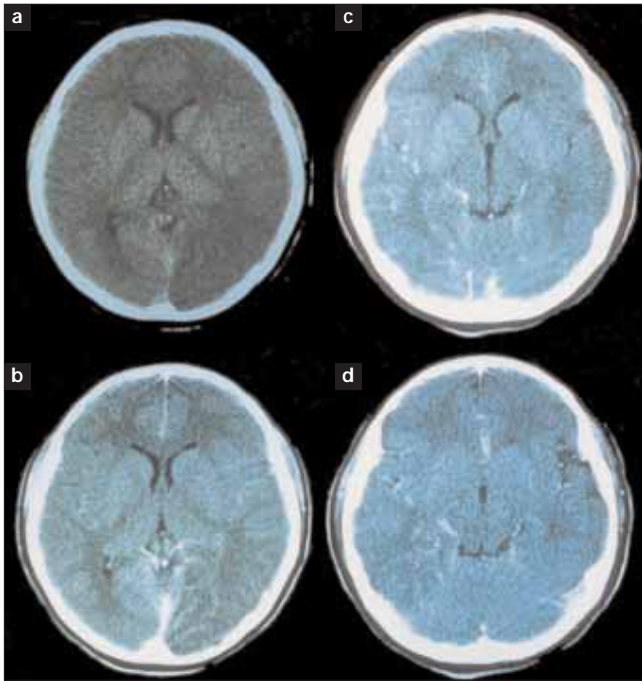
a) Tomografía axial computarizada (TAC) craneal simple, realizada a los 12 años de edad, en la que se observa hipodensidad parietooccipital izquierda sugerente de infarto isquémico, presenta edema y borramiento del cuerno occipital del ventrículo lateral izquierdo; b) TAC craneal contrastada, realizada a la misma edad, que muestra hipodensidad parietooccipital izquierda con reforzamiento del medio de contraste por neovascularización sugerente de infarto subagudo; c,d) TAC craneal contrastada, realizada tres meses después, que muestra hipodensidad temporal derecha con reforzamiento del medio de contraste por neovascularización sugerente de infarto subagudo; hay edema con compresión de cisterna pimesencefálica y del asta frontal del ventrículo lateral derecho.
